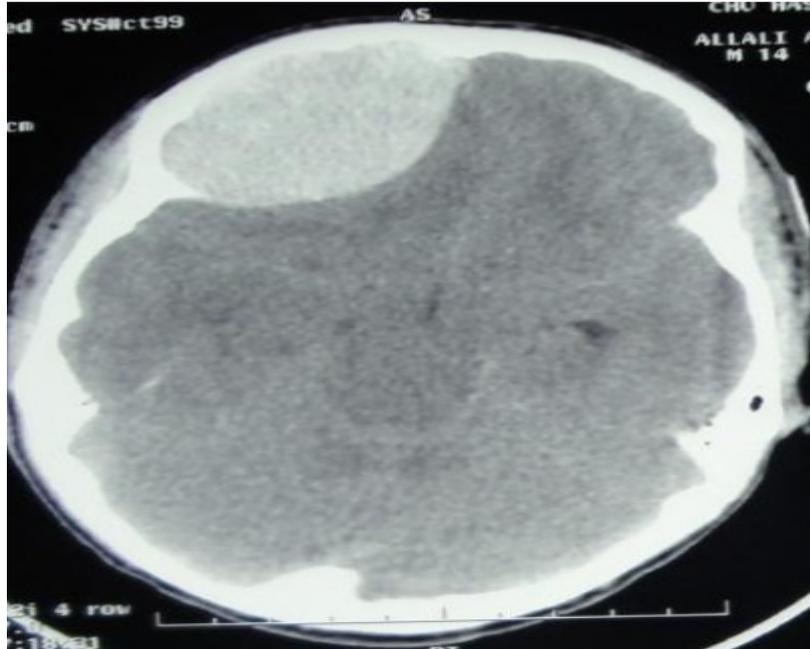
Hématome extra-dural sur coupe axiale d'une TDM cérébrale
